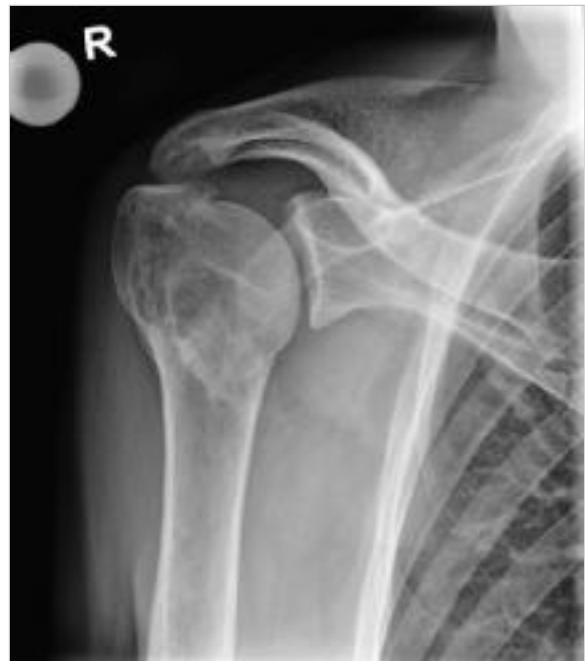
Röntgenbild mit Avulsionsfraktur des Tuberculum majus. (Quelle: Universitätsklinik Balgrist, Zürich)
